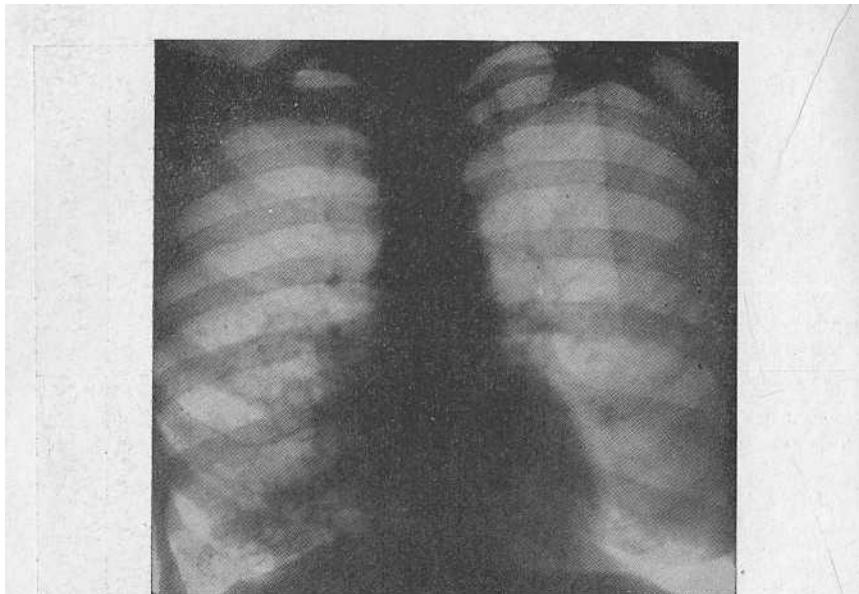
Рентгенограмма больной Б. В нижней доле правого легкого имеются множественные тонкостенные полости.
